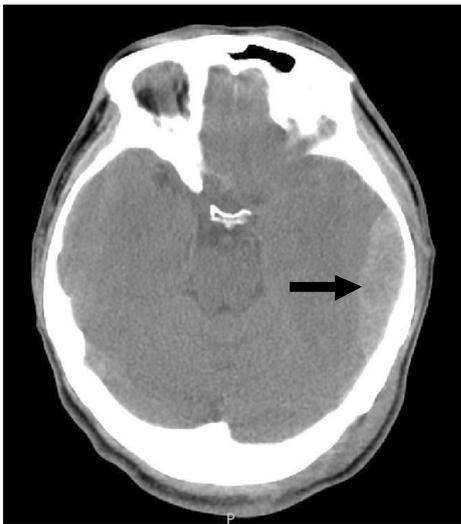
Brain computed tomography shows epidural hematoma on left temporal area.
